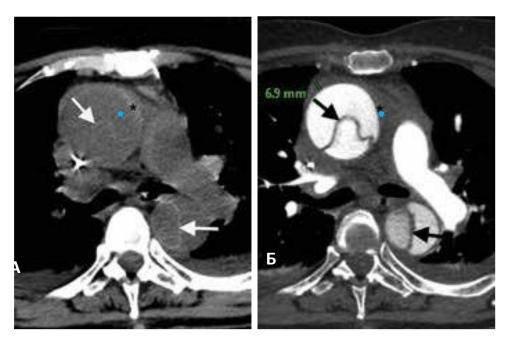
Мультиспиральная компьютерная томография грудного отдела аорты, аксиальный срез. Расслоение аорты тип A по Stanford. А – бесконтрастное исследование, Б – артериальная фаза контрастного усиления. Стрелки указывают на интимомедиальный лоскут. Утолщенные стенки аорты повышенной плотности («звездочки») – интрамуральная гематома с распространением на стенки легочной артерии (Вишнякова (мл.) М.В., Ларьков Р.Н., Вишнякова М.В., Осиев А.Г. Мультиспиральная компьютерная томография в выявлении признаков нестабильности стенки аневризмы аорты //Альманах клинической медицины. 2015;(38):27–33)
